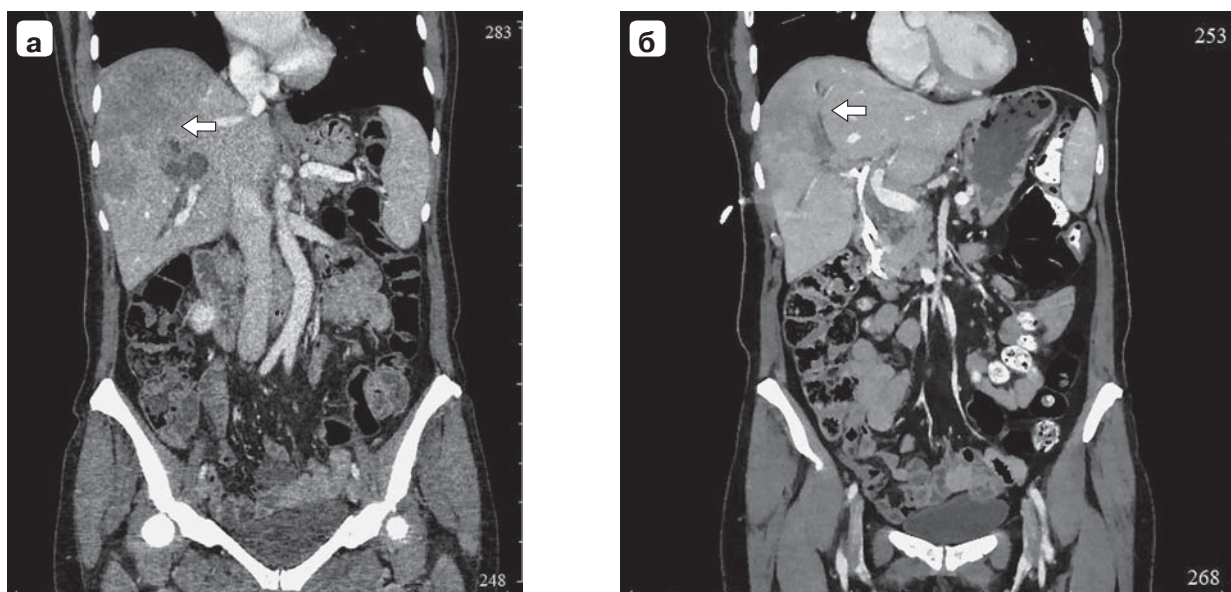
Клиническое наблюдение №4: а – компьютерная томограмма, в $S_{VII, VIII}$ участок треугольной формы, широким основанием обращенный к капсуле, неоднородно накапливающий контрастный препарат (указан стрелкой), многочисленные жидкостные структуры рядом с протоками до 5 мм (абсцессы); б – компьютерная томограмма, исследование через 4 мес, в правой доле печени участки уменьшенной плотности без признаков инфицирования, кровоснабжение правой доли печени осуществляется из бассейна ЛПА (указано стрелкой).
